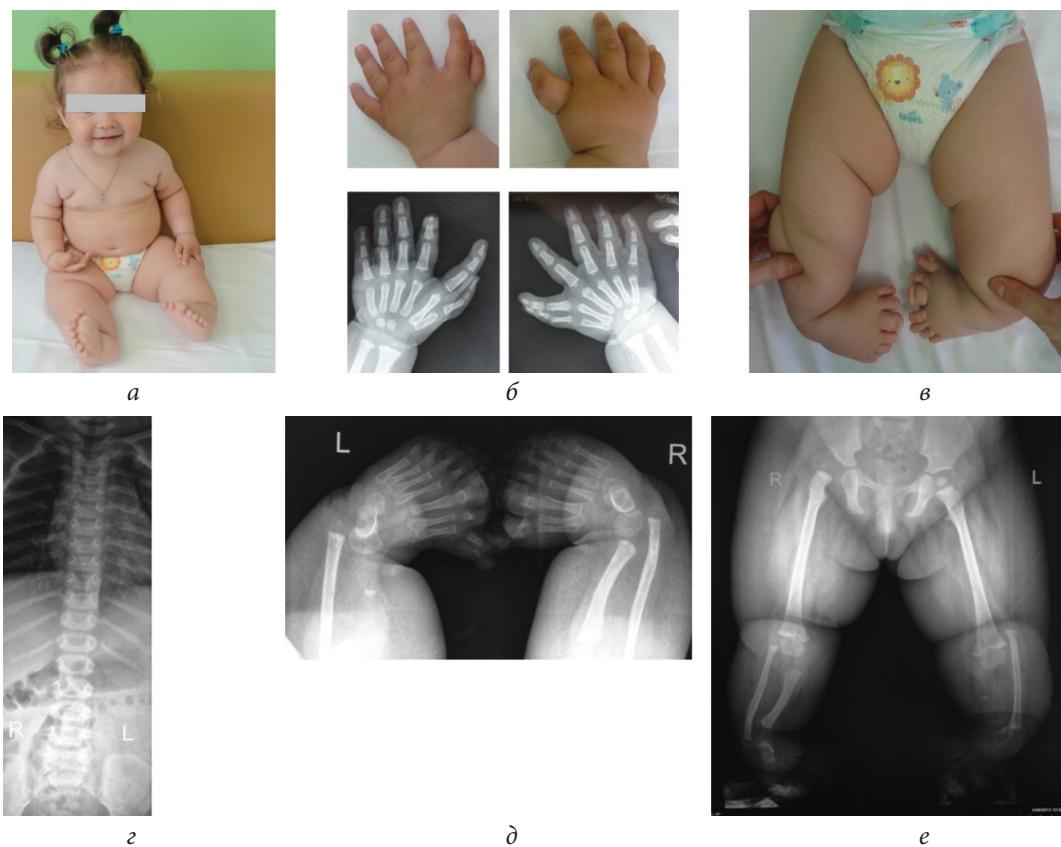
Пациентка Ж., до операции: *а* — внешний вид пациентки; *б* — внешний вид и рентгенограммы кистей; *в* — внешний вид нижних конечностей; *г* — рентгенограммы позвоночника; *д* — рентгенограммы стоп; *е* — рентгенограммы нижних конечностей
